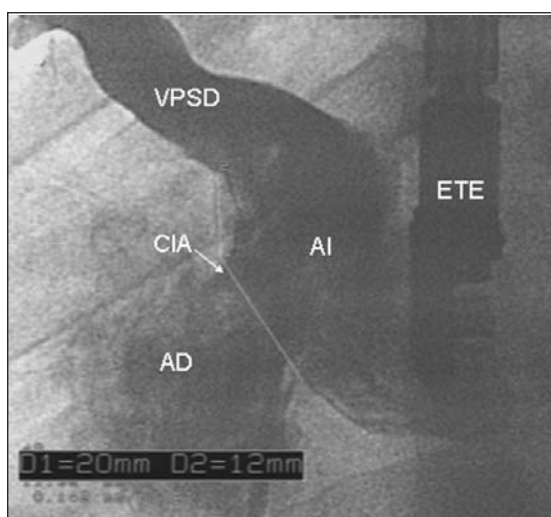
Angiografía en proyección oblicua anterior izquierda. VPSD: vena pulmonar superior derecha; ETE: sonda para ecocardiograma transesofágico; AI: aurícula izquierda; AD: aurícula derecha; CIA: comunicación interauricular.
